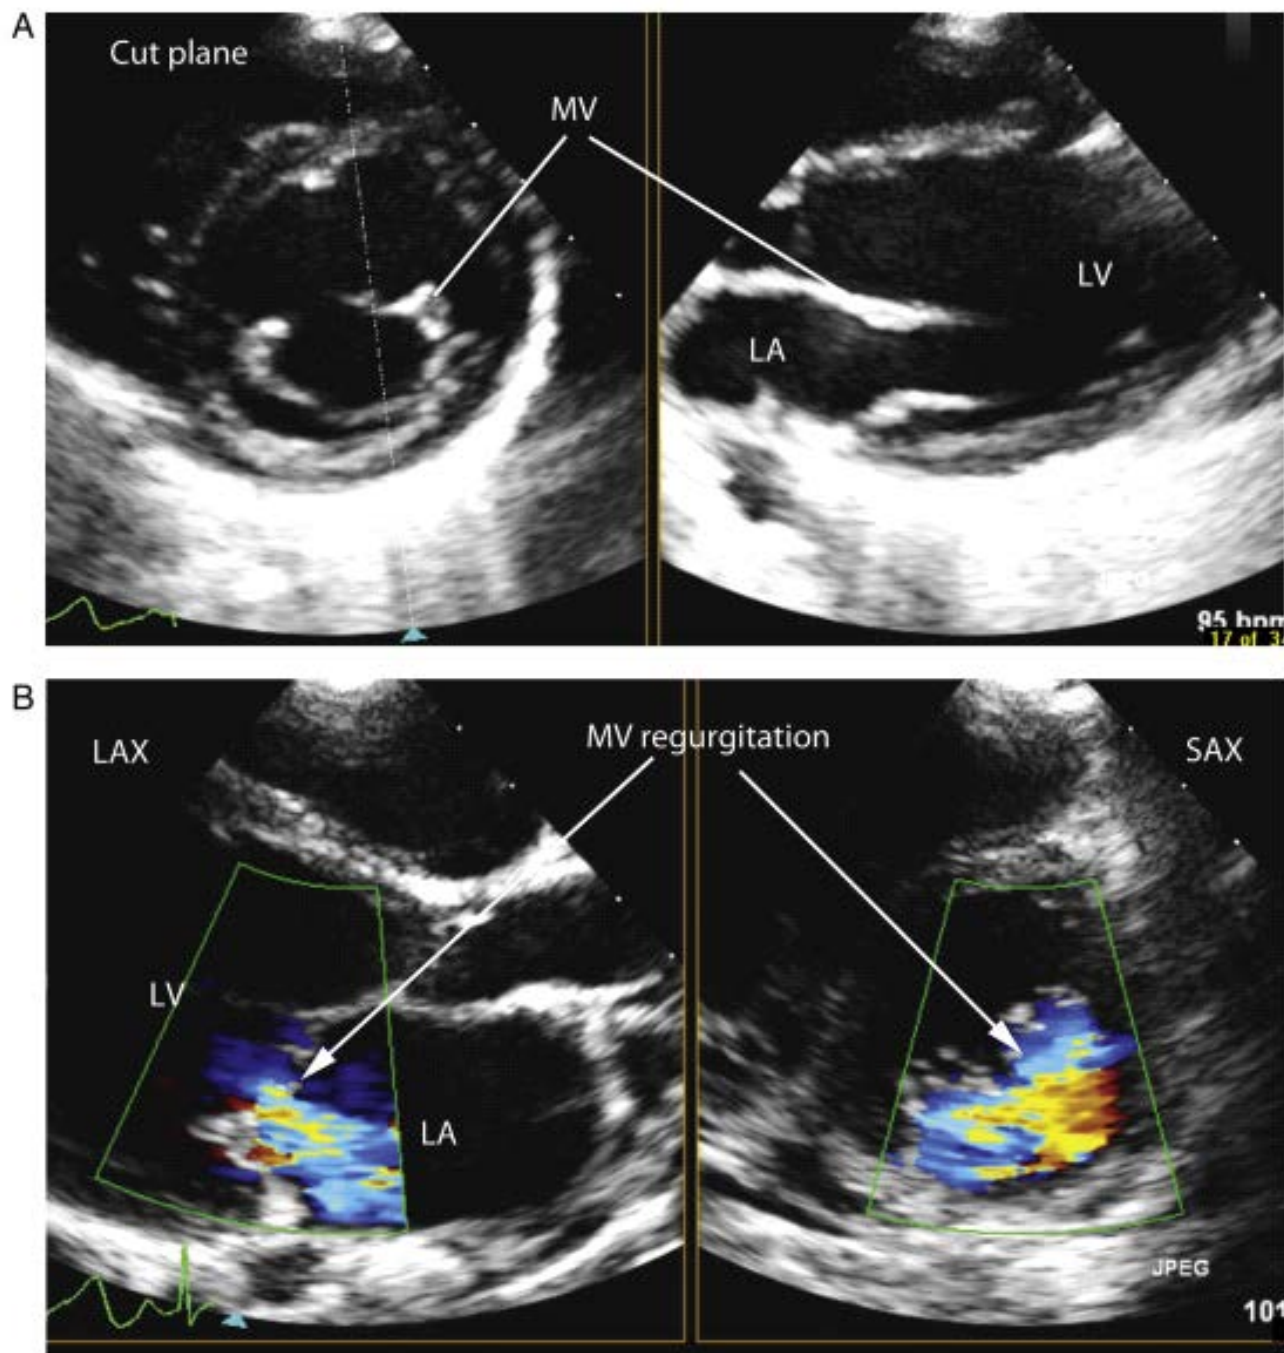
交叉平面成像 (A) 经胸超声心动图显示二尖瓣的交叉平面成像, 用户定义截面 (虚线和三角形) 显示的二尖瓣短轴切面 (左图) 和相应的长轴观 (右图)。(B) 二尖瓣返流的交叉平面成像, 让返流束精确定位在长轴切面 (左图) 和短轴视图 (右图)。切割平面由三角形表示。LA, 左心房; LAX, 长轴; LV, 左心室; MV, 二尖瓣; SAX, 短轴。
